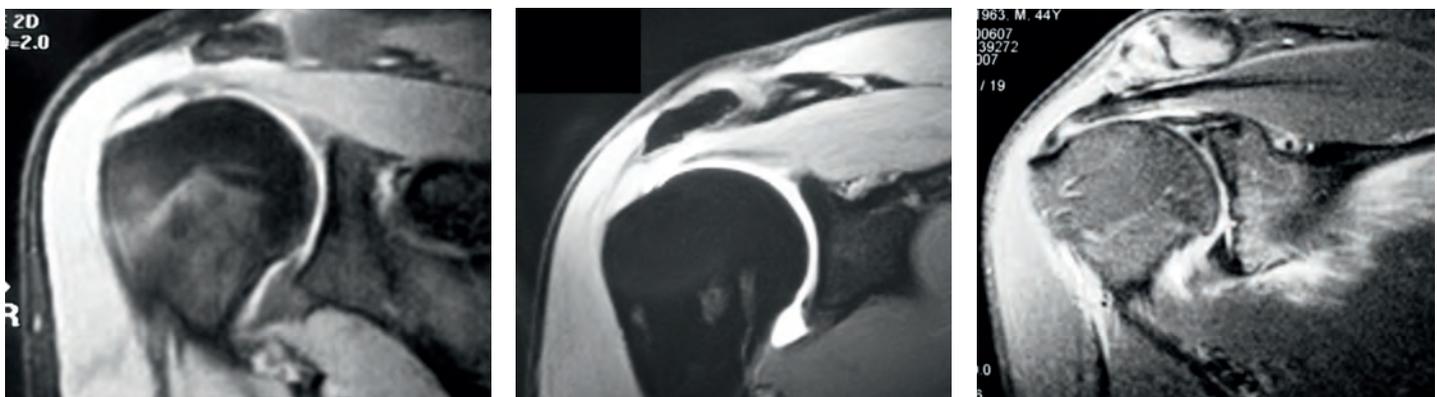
Tres ejemplos de roturas parciales articulares con arthro-RM.
